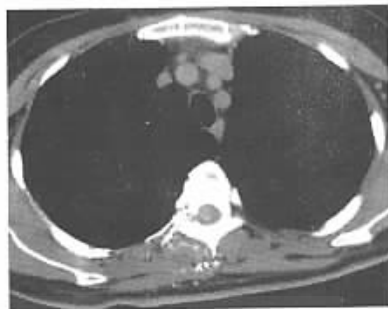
支扩咯血患者,右上支气管动脉造影。CTA 前后的图像,可见脊髓和背部肌肉及支气管强化
